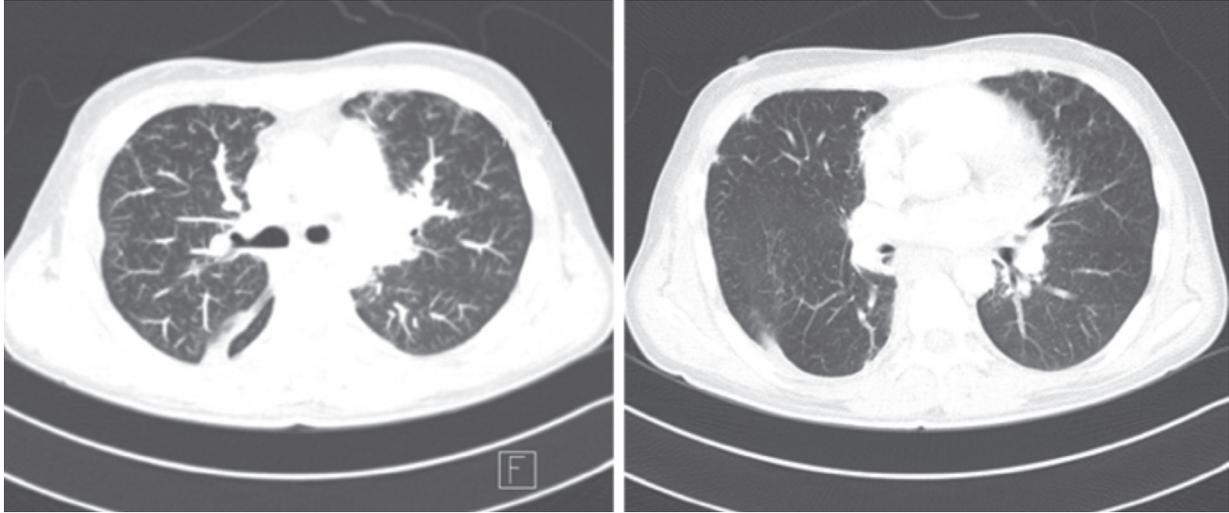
Computed tomography (CT) findings showing dilatation of pulmonary arteries, especially peripheral branches in both lungs and no bronchiectatic change.
